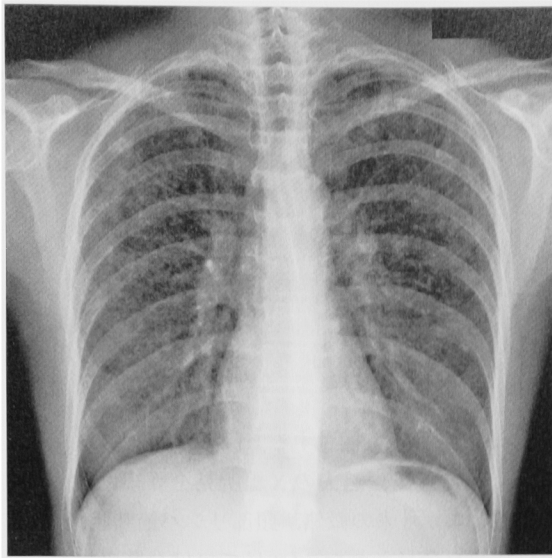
Chest X-ray of case 1, showing diffuse granular shadow in both lung fields.
